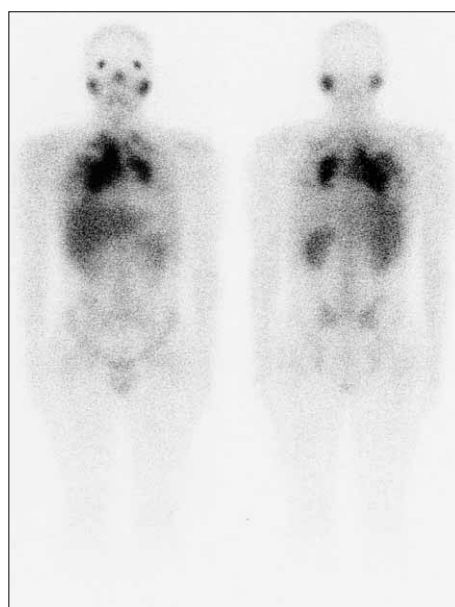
^{67}Ga -citrate scintigraph shows accumulation of ^{67}Ga -citrate in the mediastinum, hila, and bilateral lungs, besides other lesions including bilateral lacrimal glands, parotid gland, and kidney.
